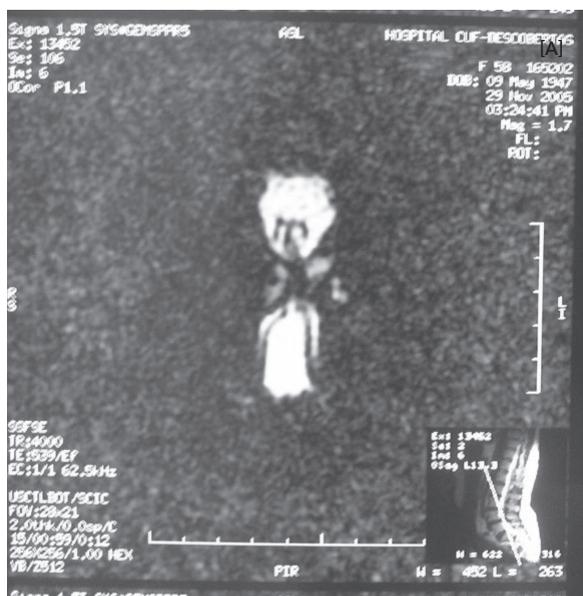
e 4B. Mielo RM em que se demonstra a compressão significativa da cauda equina.
